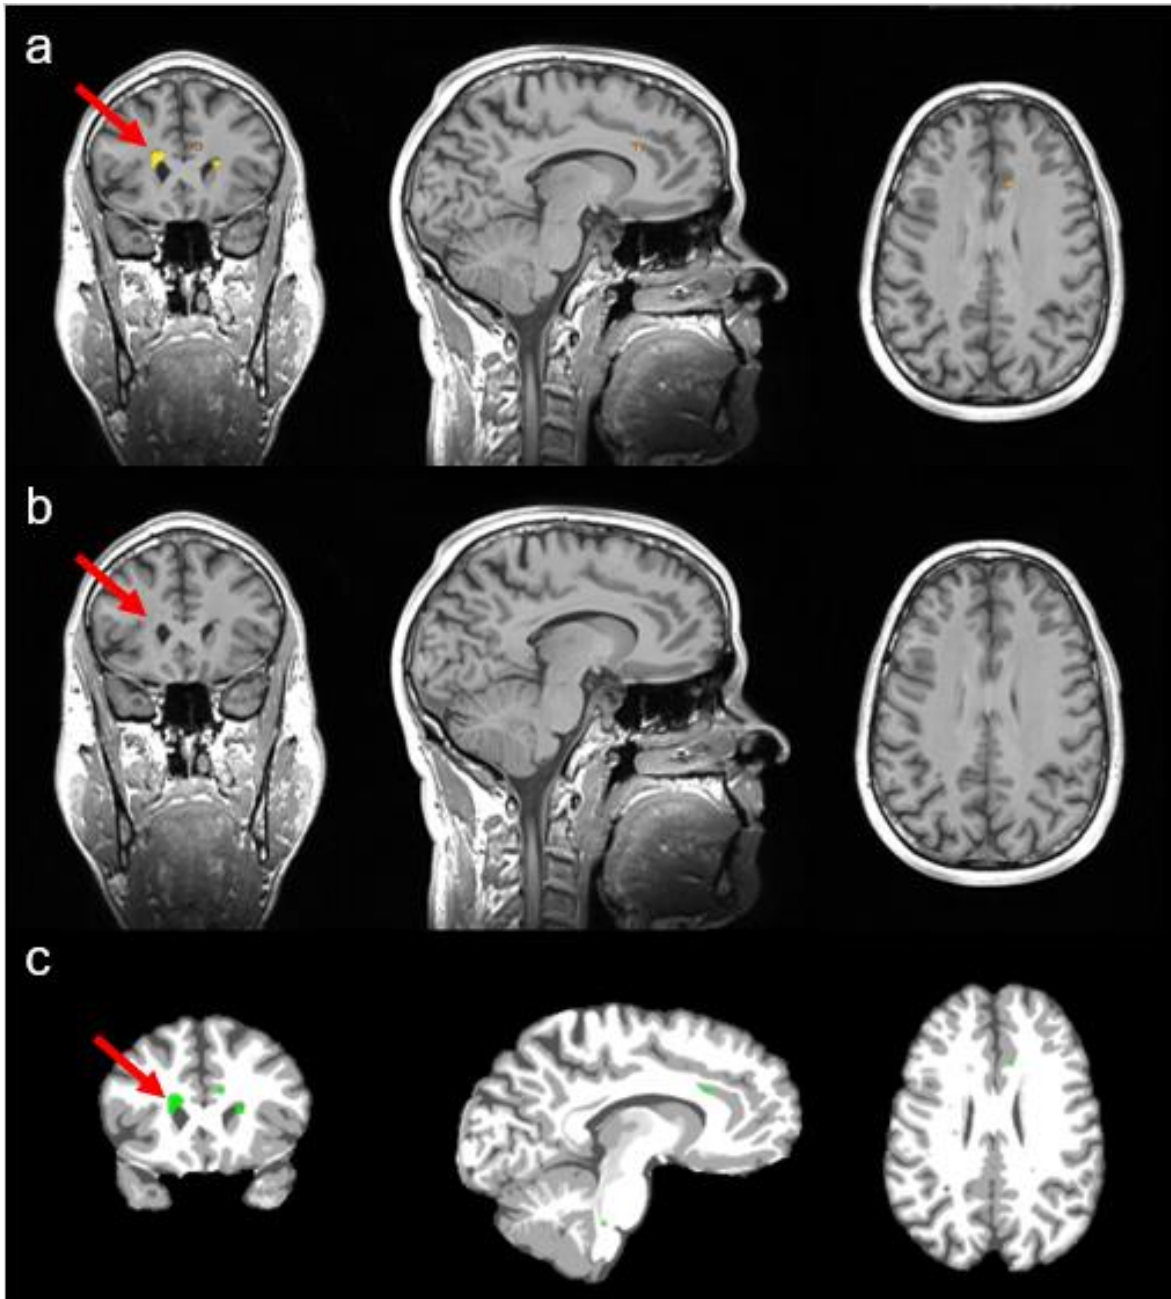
Prozess der Segmentierung: MRT T1-gewichtete Sequenz in Coronar-, Sagittal- und Transversalebene a) mit sichtbar eingezeichneten Läsionen (gelb) periventrikulär (s. Pfeil) und juxtacortical nach der Co-Registrierung mit den Flair-Aufnahmen und Erstellung einer Lesion Belief Map b) nach erfolgtem Lesion Filling (grau) c) nach Erstellung einer binären Maske (Läsionen in grün) durch Applikation des Schwellenwerts $\kappa=0,1$ und Segmentierung in weiße und graue Substanz
